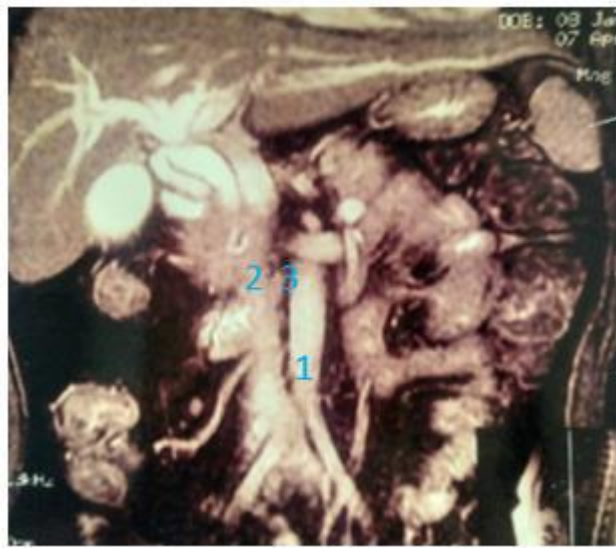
МРТ органов брюшной полости:
